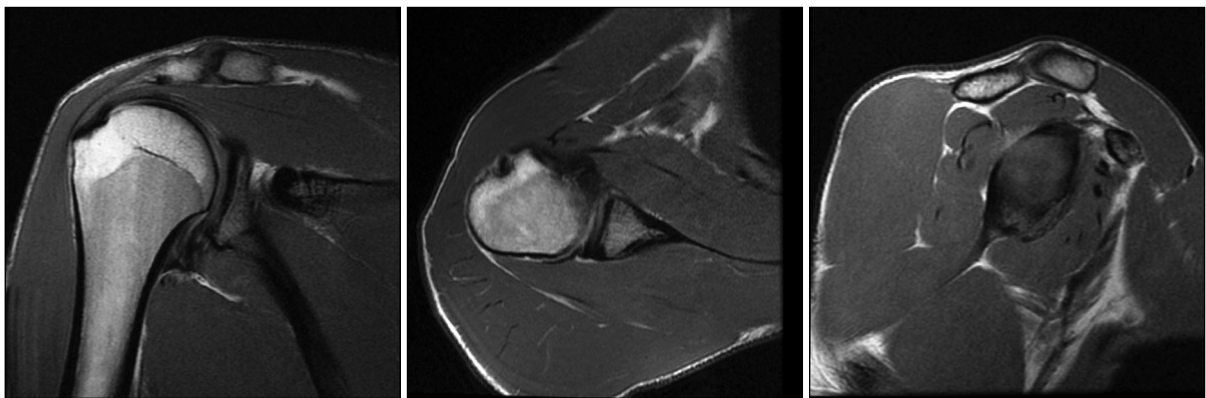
Магнитно-резонансная томография плечевого сустава с дефицитом гленоида.
